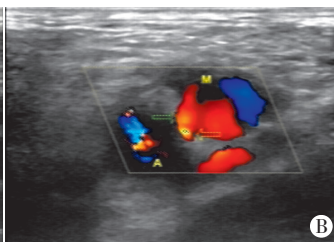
肝衰竭患者股静脉穿刺置管后发生腹膜后血肿的超声图像
